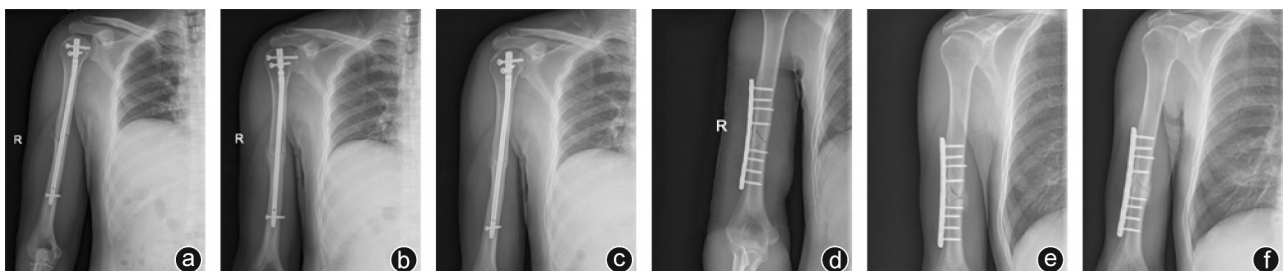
LIN组和LCP组术后不同时间点肱骨X线片 a:LIN组病人术后1个月,骨折线清晰可见;b:术后3个月,骨折线变模糊,周围有骨痂形成;c:术后6个月,骨折线隐约可见,骨折有效愈合;d:LCP组病人术后1个月,骨折线清晰可见;e:术后3个月,骨折线稍变模糊,周围有骨痂形成;f:术后6个月,骨折线隐约可见,大量骨痂形成,骨折有效愈合
